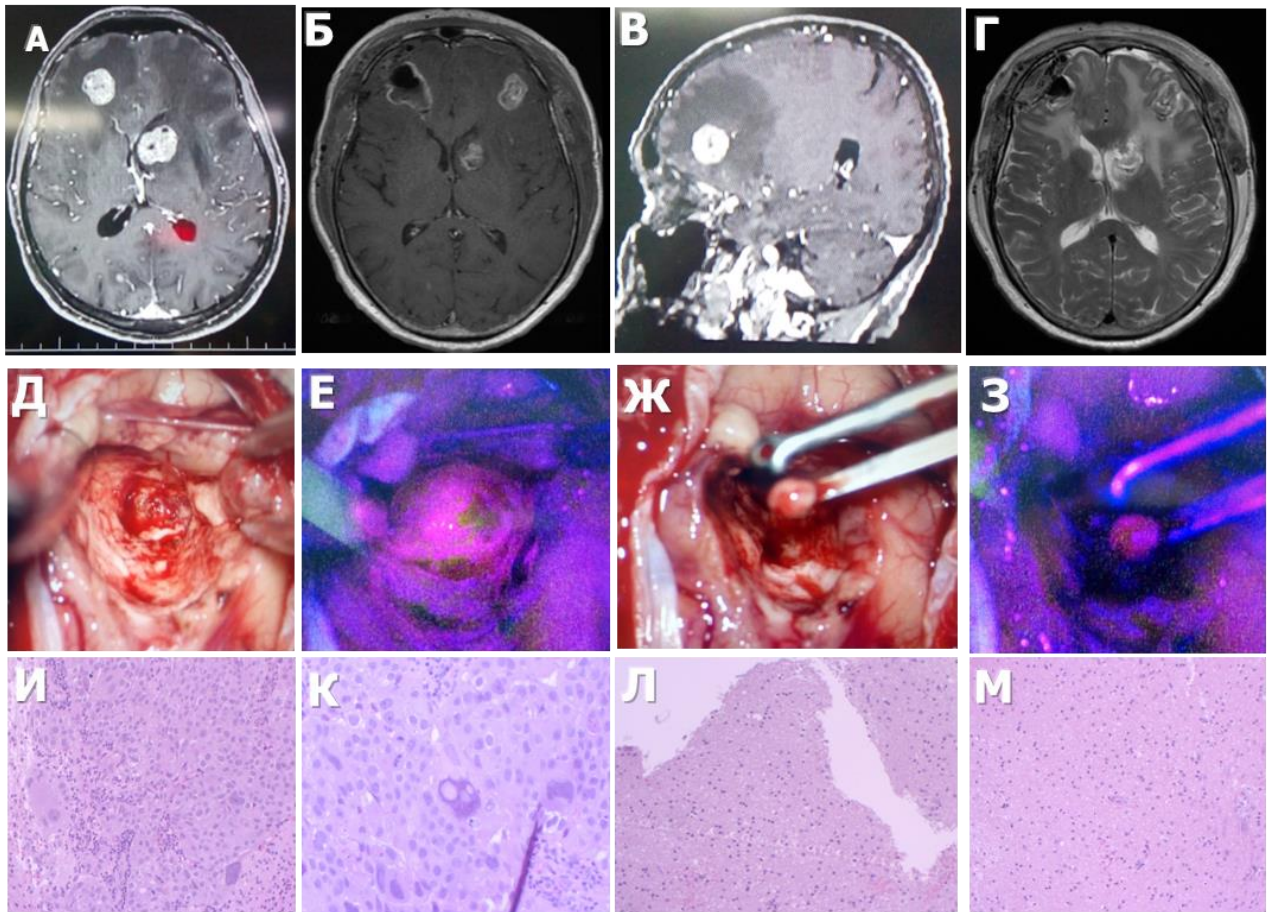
Клиническое наблюдение 29. Пример флуоресценции в ложе удаленного метастатического узла у пациентки с множественными узлами на фоне рака молочной железы, взятие дополнительных биоптатов. А, Б: дооперационные МРТ с контрастированием, аксиальные срезы на разных уровнях, В - : сагиттальный срез в режиме T1 с контрастированием, Г - послеоперационная МРТ в режиме T2 в раннем послеоперационном периоде, Д и Е - последовательная визуализация интраоперационных фотографий в белом и флуоресцентном режимах микроскопа в конце основного этапа удаления узла, и при взятии дополнительной биопсии из ложа (Ж и З) . Визуализируется ложе удаленного метастаза в белом и синем свете, отмечается яркое свечение в ложе. Взятие дополнительных биопсий из зоны свечения в ложе, в пинцете – биоптат, он флуоресцирует. И-, К, Л, М - патоморфологическое исследование. И - материал основного опухолевого узла (И - увеличение X100, К – X 200). Л и М - содержимое флуоресцирующих зон в ложе удаленных узлов – мозговая ткань, опухолевой ткани не выявлено.
